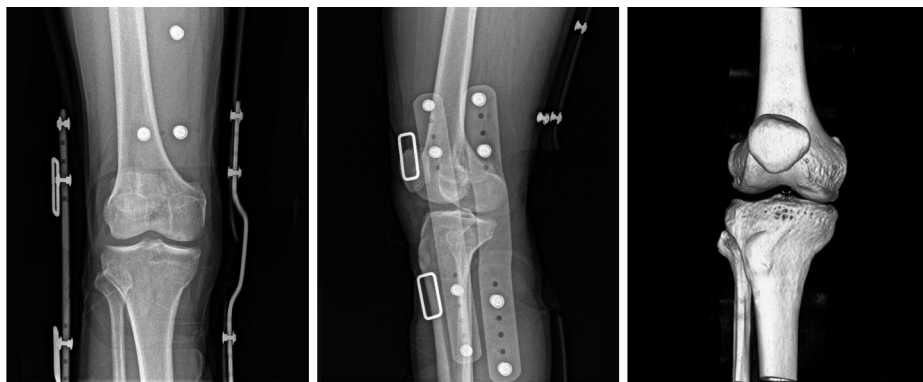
术前复位X线片及三维重建未见膝关节韧带辅助点撕脱骨折,膝关节复位良好
